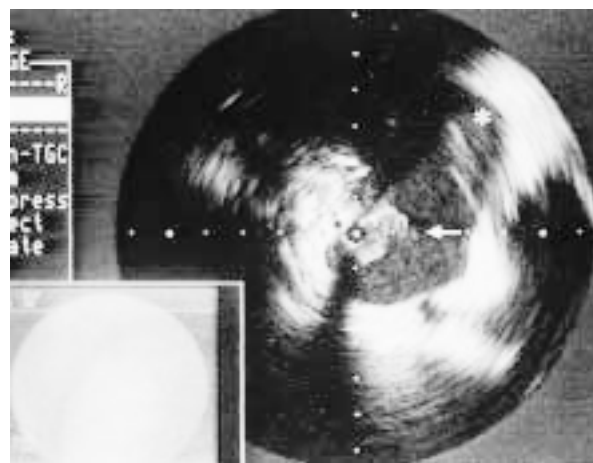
Intravascular ultrasonogram showing intravenous vegetation (c) at the bifurcation of the right subclavian vein and right internal jugular vein (d)
